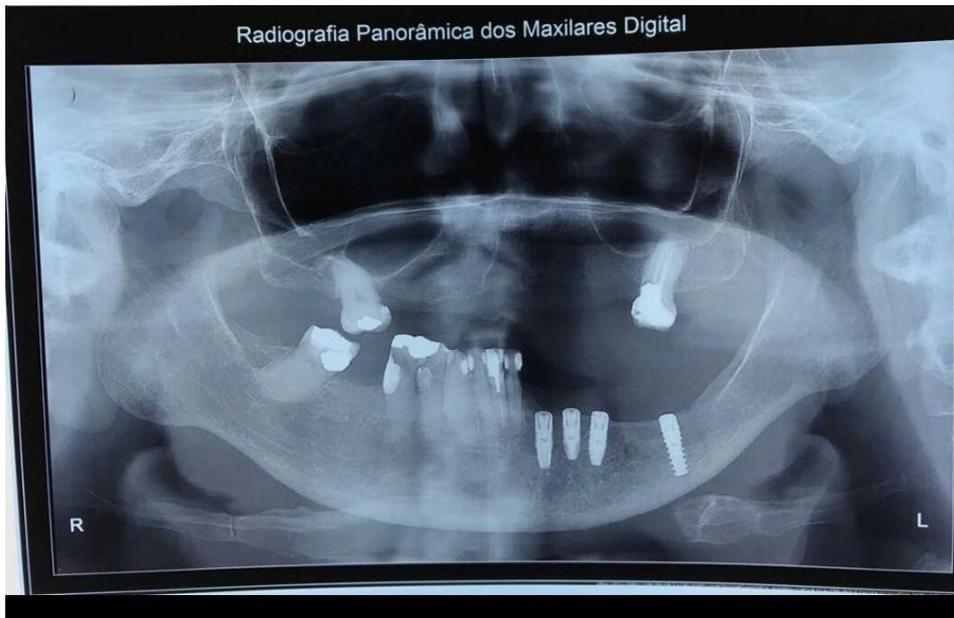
radiografia panorâmica após 7 meses da cirurgia.
